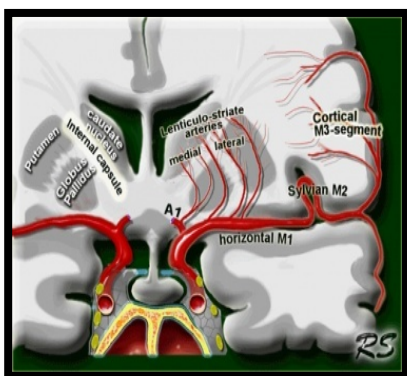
a) Territorio de Arterias lenticulo estriadas . b)Paciente de 9años , 5 años post tto con cirugía y RT por T Fosa posterior, se observa área de infarto en las ramas profundas lenticuloestriadas de la ACM , en el Doppler se vieron alteraciones de los parametros hemodinamicos antes de que aparecieran alteraciones parenquimatosas.
